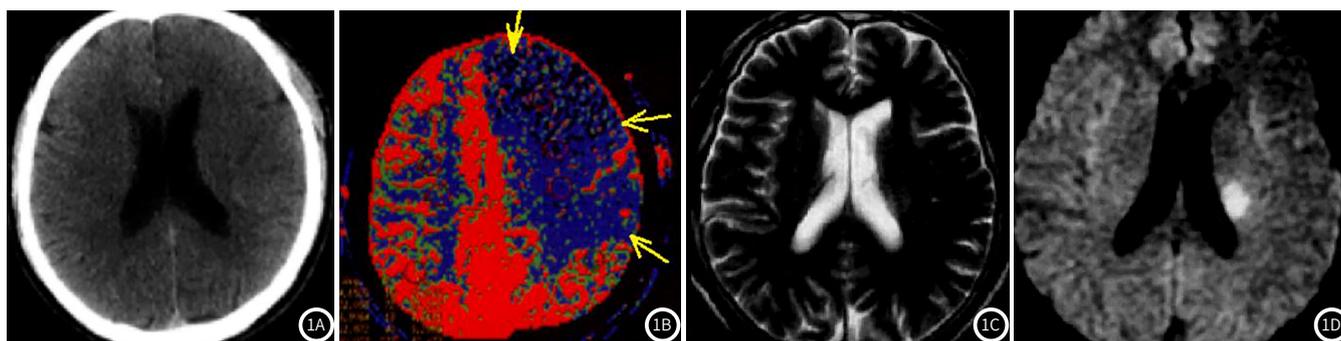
超急性期脑梗死患者CTP及MRI影像学表现。1A: 发病4h, CT平扫阴性; 1B: CTP CBF图显示左侧大脑前、中动脉供血区异常灌注区; 1C: 发病3h, MRI T<sub>2</sub>WI未见异常高信号; 1D: MRI DWI显示相应部位高信号。
